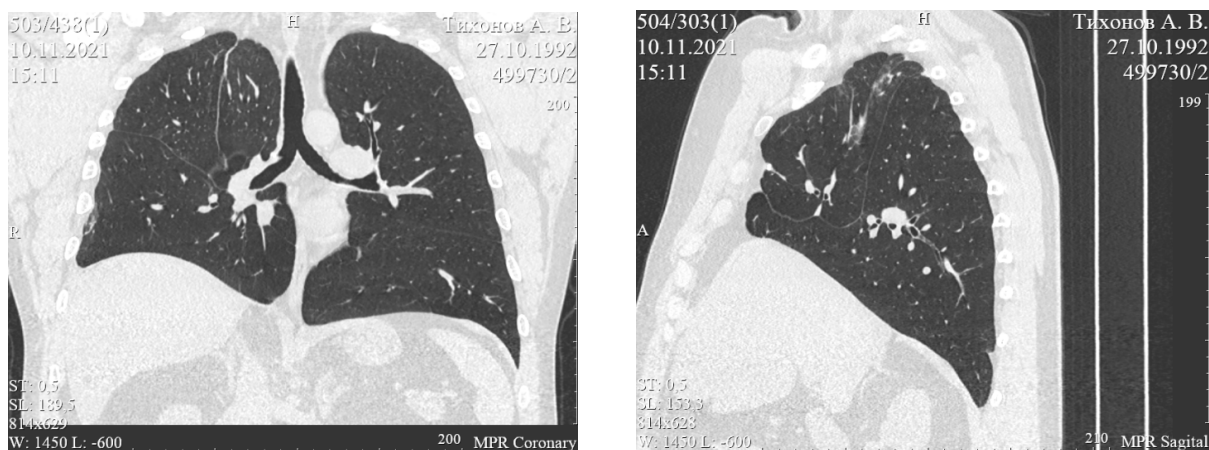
КТ легких. Правое легкое уменьшено в объеме. Определяются пневмофиброзные изменения с подтянутостью междолевой плевры. Короткая культя верхнедолевого бронха. Кальцинаты в проекции правого корня. Лимфоузлы средостения не увеличены
